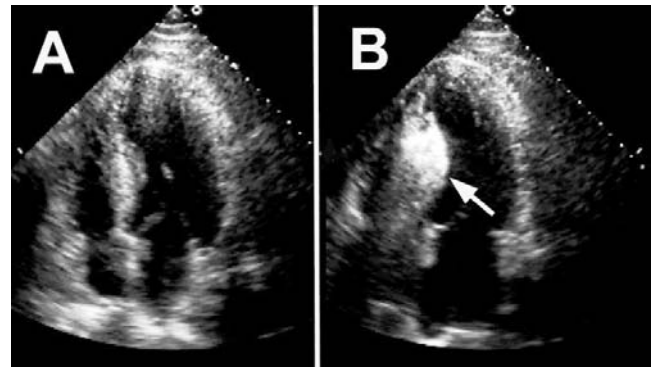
А. Эхокардиограмма из апикальной 4-камерной позиции, на которой видна гипертрофированная межжелудочковая перегородка. В. После введения этанола зона некроза приобретает повышенную эхоплотность (стрелка)
